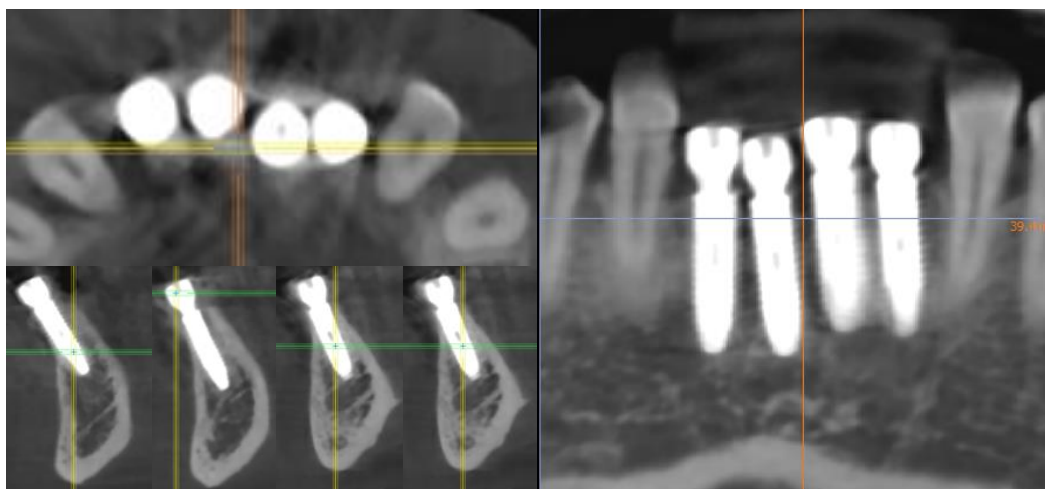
КТ – зображення в сагітальній та трансверзальній площині.
